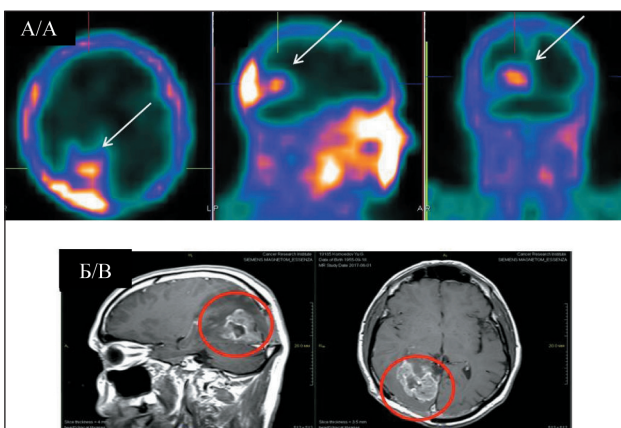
ОФЭКТ с РФЛП $[^{99m}\text{Tc}]$ Тс-1-тио-D-глюкоза головного мозга через 40 мин после внутривенного введения препарата (А) и МРТ (Б). Ds.: Анапластическая астроцитоза правой затылочной доли, Grade III. Визуализируется очаг патологической гиперфиксации РФЛП $[^{99m}\text{Tc}]$ Тс-1-тио-D-глюкоза в проекции опухоли затылочной доли справа (стрелка). Сцинтиграфические размеры опухоли составили 40×35×30 мм. Данные ОФЭКТ (А) подтверждаются данными МРТ (Б) (зона интереса выделена кругом). Размеры опухоли по данным МРТ составили 42×37×33 мм
